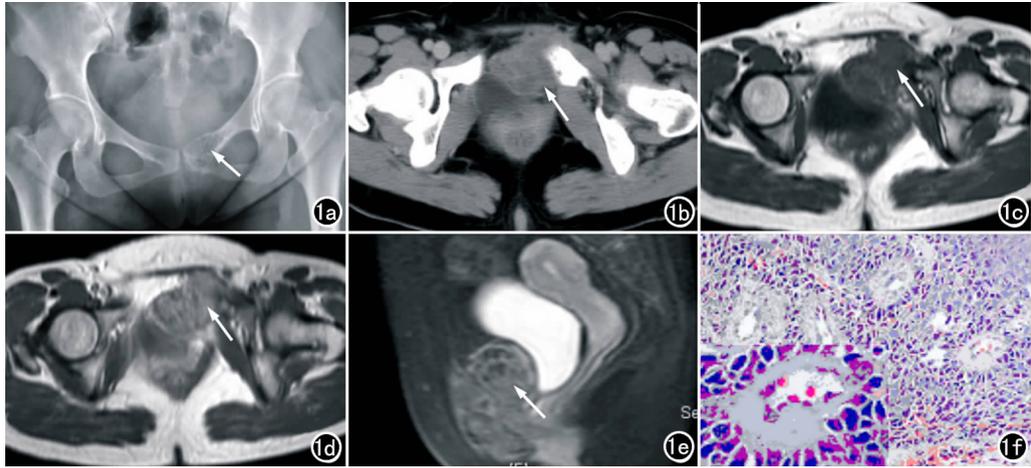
a) 骨盆X线片,示左侧耻骨支出现低密度骨质破坏病灶(箭); b) 盆腔CT增强,示左侧耻骨支出现骨质破坏灶,并形成一较大的软组织肿块(箭),病灶强化不均,邻近膀胱受压但未受累; c) 盆腔T₁WI,示病灶呈等信号,且信号不均(箭); d) 盆腔T₁WI增强,示病灶强化不均(箭),与邻近受累的耻骨支强化相仿; e) 盆腔抑脂T₂WI,示病灶起自耻骨(箭),膀胱受压无受累; f) 肿瘤组织细胞排列呈典型的“H-W”菊形团(×100, HE);肿瘤细胞为低分化、胞核大、胞浆少、异常核分裂像多见的小圆细胞(左下角放大图,×400, HE)。
